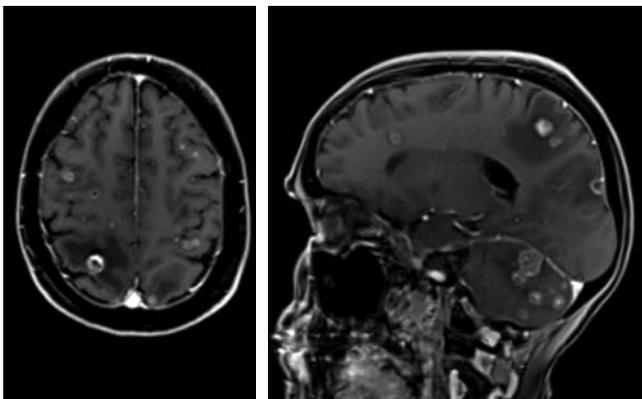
Brain T1 weighted, Gd-enhanced, magnetic resonance of a patient with multiple metastases from breast cancer.
